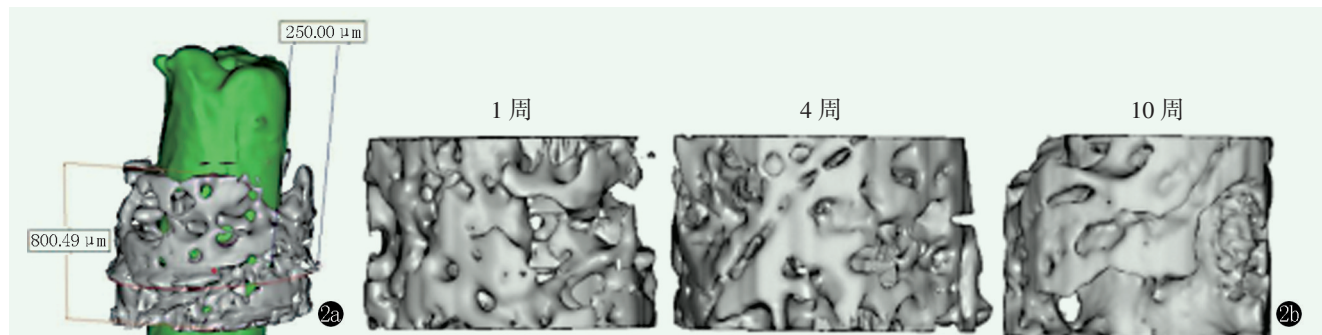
同种异体皮质骨锚钉及其周围骨小梁 CT 三维重建。2a: 同种异体皮质骨锚钉周围骨小梁的重建范围; 2b: 1、4、10 周时同种异体皮质骨锚钉周围的骨小梁。
